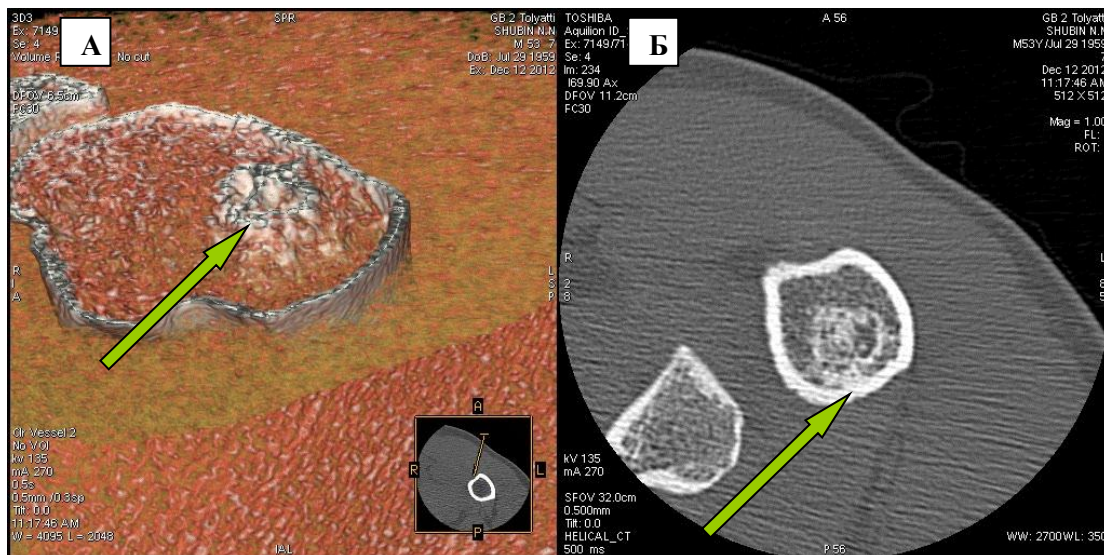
Компьютерная томограмма левого плеча:(А) - 3D реконструкция; (Б) - СКТ. (Стрелками указана энхондрома верхней трети плечевой кости)
